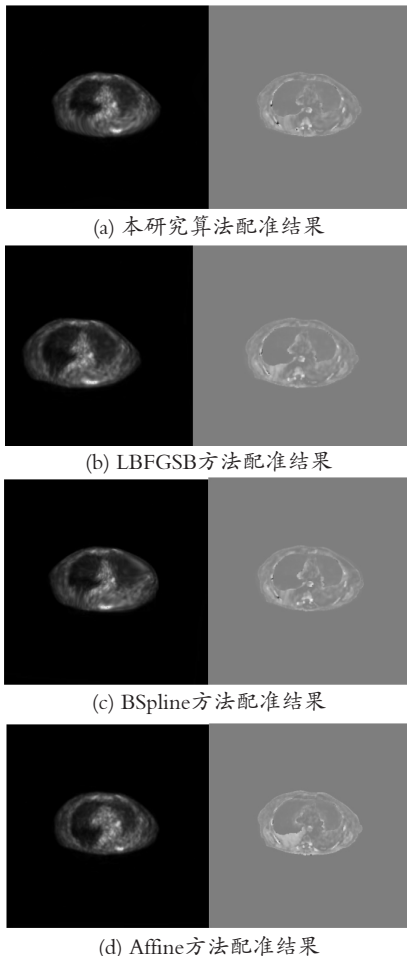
各配准方法的配准结果,各图中左侧代表的是PET图像的最终变换结果,右侧是配准后PET/CT图像的相减差异图。
